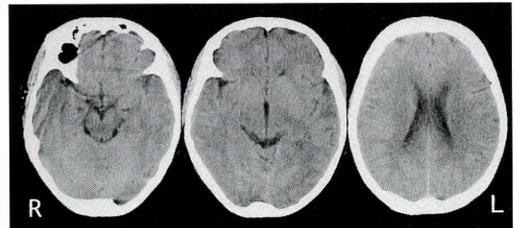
入院時の頭部 CT 所見 (1999 年 5 月 27 日) 左シルビウス裂の描出が右に比してやや悪い印象があるが、明らかな出血性病変はみられない。
